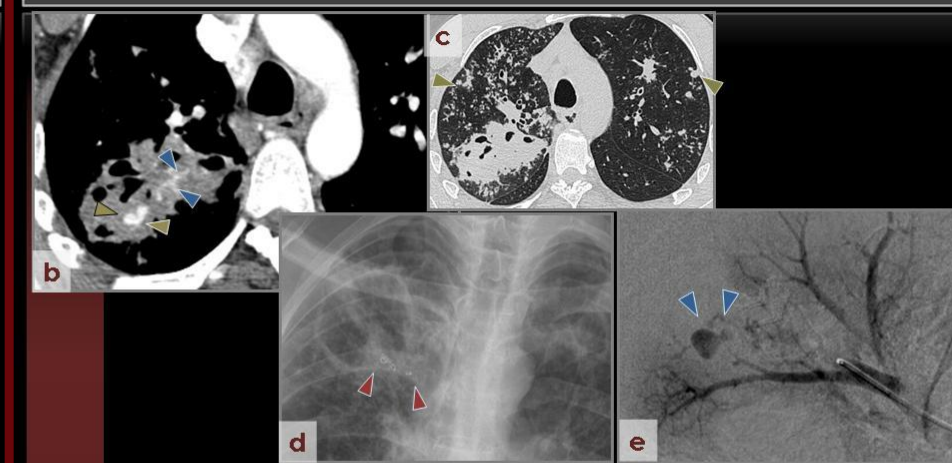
(b) TCMD mostrando una lesión redondeada (▼) en una cavidad rellena de sangre, correspondiendo a un PA de una rama pulmonar subsegmentaria (▲). (c). Múltiples nódulos bilaterales mal definidos e impactaciones bronquiales (▼) por diseminación broncogena. (d) Radiografía tras la embolización mostrando los coils en la pared de la cavidad (▲). (e) Angiografía pulmonar supraselectiva siguiendo las indicaciones de la TC, se identifican dos pequeños pseudoaneurismas (▼).
